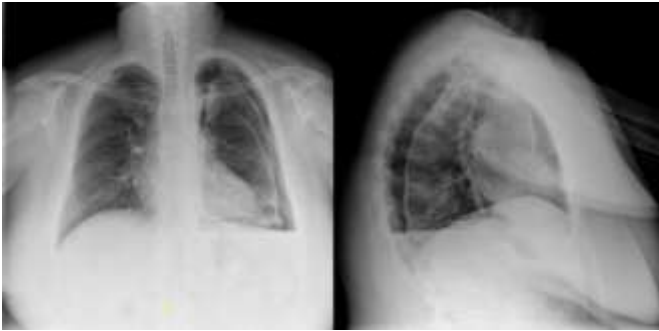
Radiografía de tórax PA y lateral. Neumotórax izquierdo y paquipleuritis.
